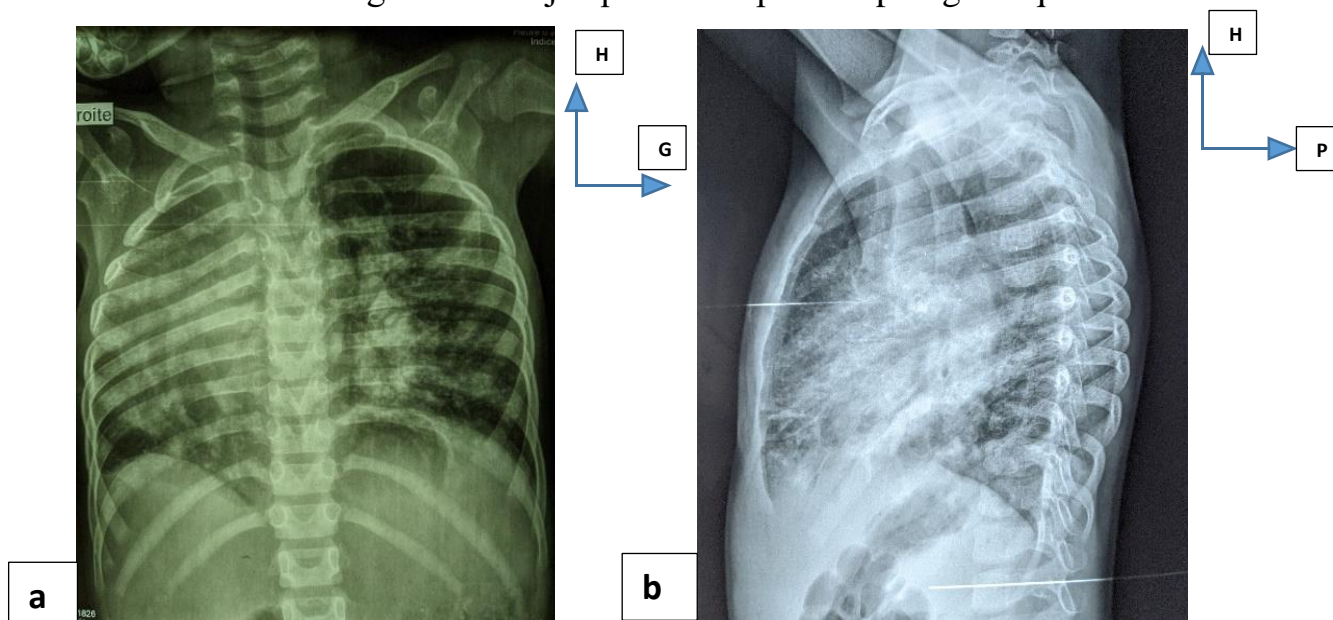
Radiographie du thorax de face (a) et profil (b) : Montrant des opacités pulmonaires droite de tonalité hydrique hétérogène avec des lignes arciformes et pincement intercostal homolatérale.
